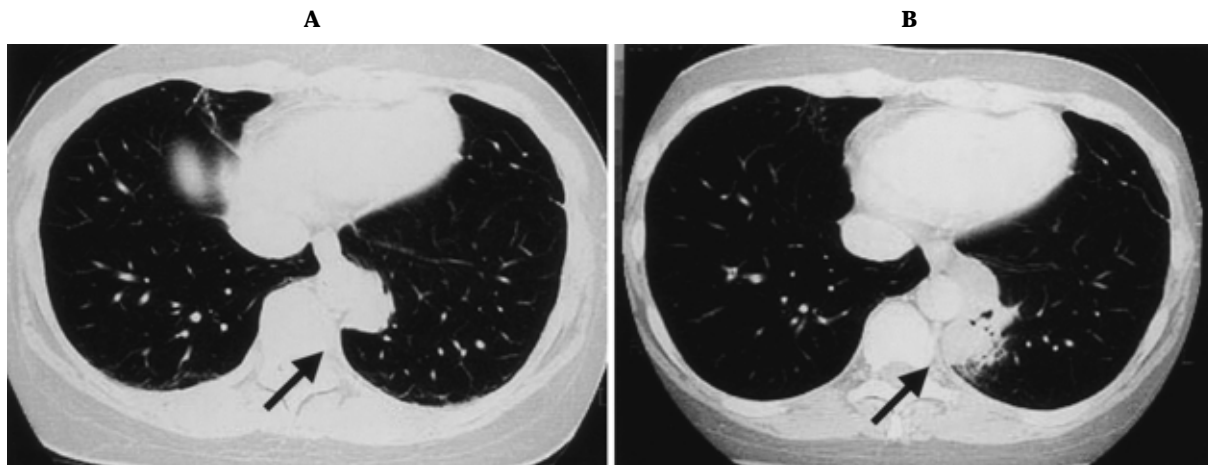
A. Chest CT on September, 1995 showed a mass shadow in the left S¹⁰ (arrow) B. Chest CT on April, 2000 showed an additional mass shadow in the left lower lung field (arrow)
